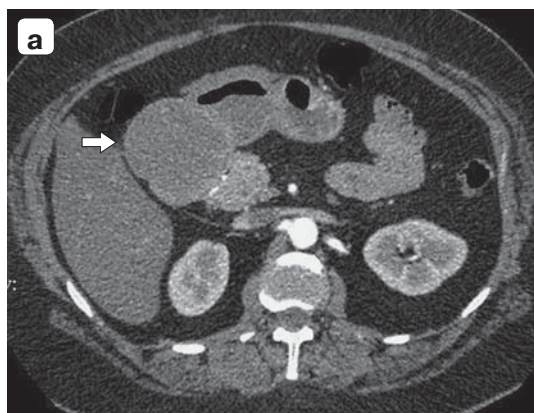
ГИСО ДПК: а – компьютерная томограмма, артериальная фаза, аксиальная проекция; б – макрофото.
